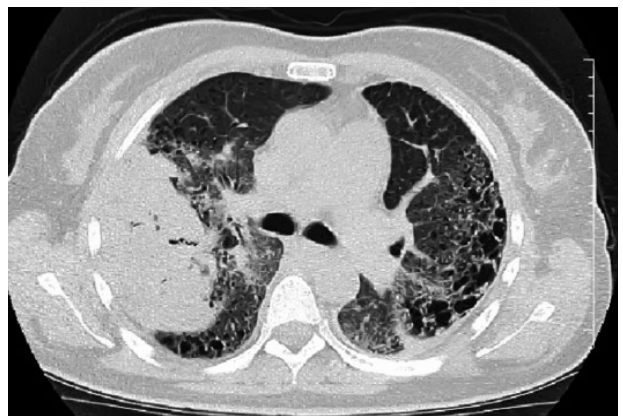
КТ ОГК пацієнтки М. через 2 міс лікування «Рапамуном®». Аксіальний зріз
